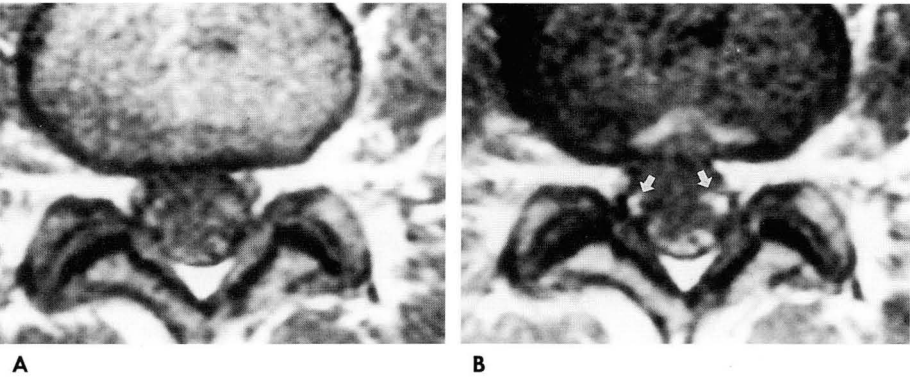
Case 6. T1-weighted axial image at L3-4 level before (A) and after (B) gadolinium injection. Strong enhancement of thickened nerve roots (white arrows) of cauda equina is well seen on b.
